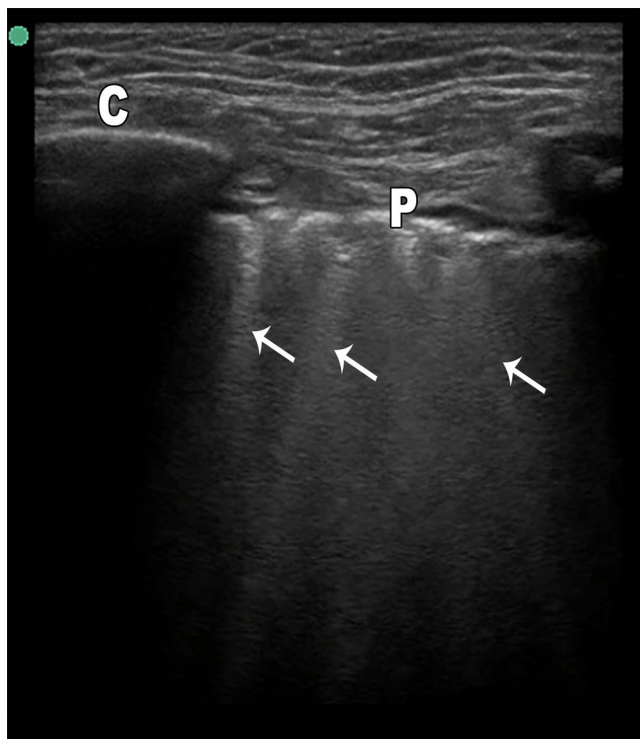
Syndrome interstitiel échographique. P : ligne pleurale ; C : côtes ; flèches : lignes B. Les lignes B : artefact en queue de comètes (flèches) naissant de la ligne pleurale sans s'épuiser, effaçant les lignes A
